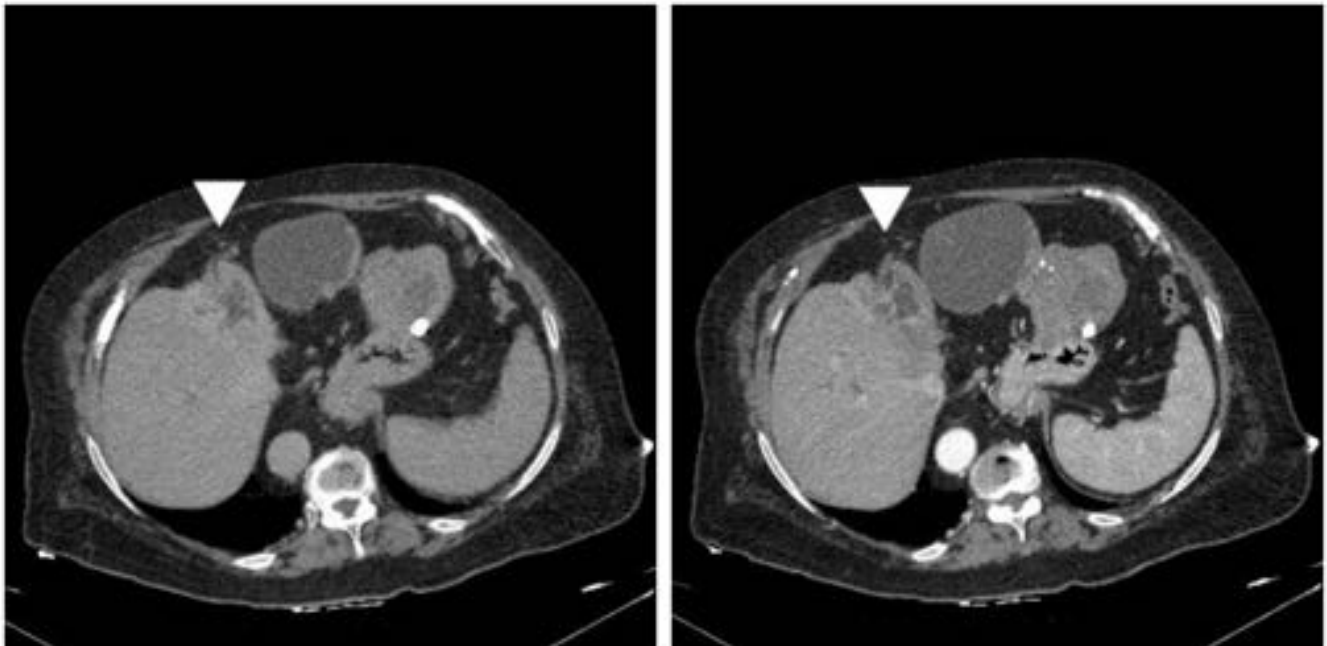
Mujer de 86 años (paciente de Fig. 8). TC: paciente con voluminoso GIST gástrico que presentaba un área irregular hipodensa en lóbulo hepático izquierdo que realzaba en los bordes, compatible con metástasis hepática
